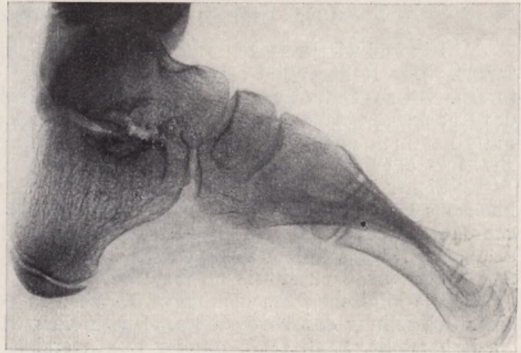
Röntgenbild des in Fig. 61 abgebildeten Pes calcaneus II. Grades.
